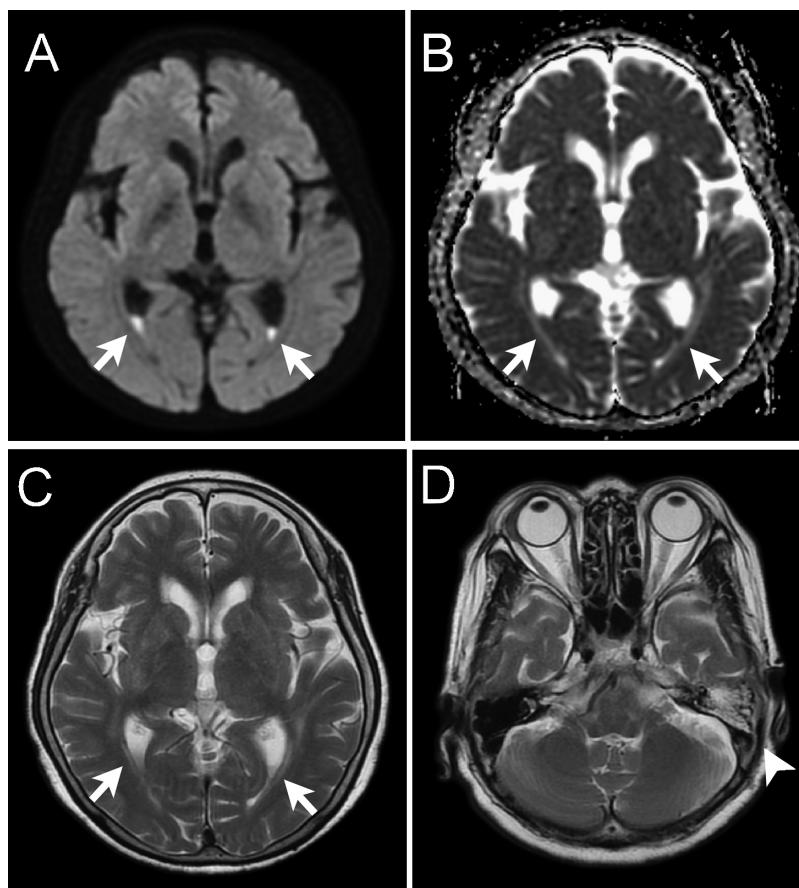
Magnetic resonance imaging (MRI) findings of patient 1.
